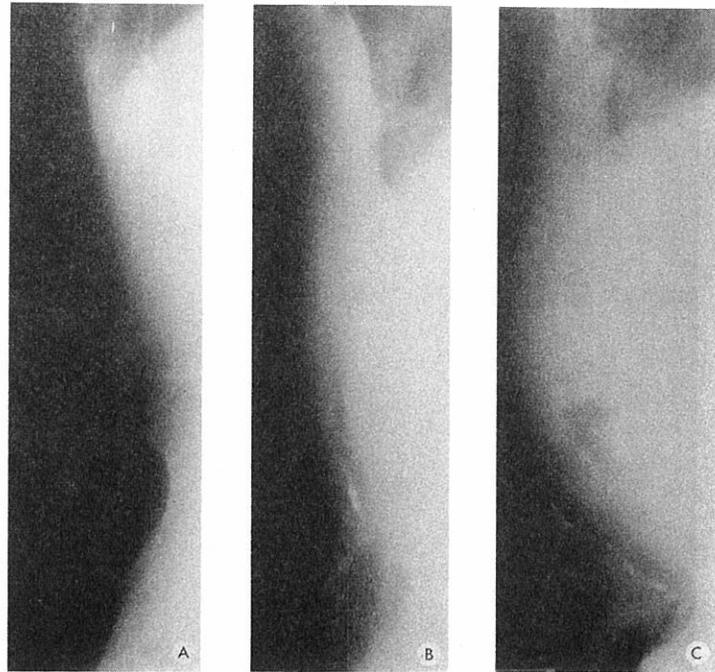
Case No. [redacted]. A) Normal preoperative lateral roentgenogram (June 1964); B) Heterotopic calcification in abdominal scar on lateral roentgenogram (June 1966); C) No interval change on lateral roentgenogram 6 years later (June 1972)
